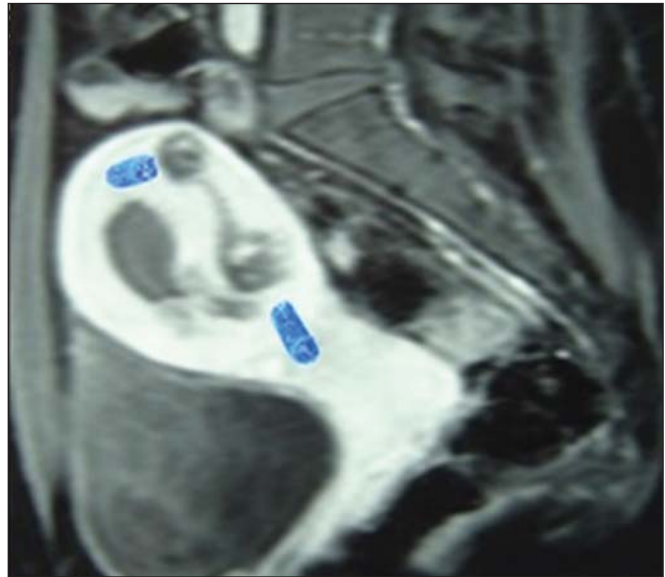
Ressonância magnética de pelve com contraste com gadolínio demonstrando, no miométrio, lesões hipointensas, hipercaptantes e com dilatação vascular, por vezes em íntimo contato com a serosa uterina, em paciente tratada por neoplasia trofoblástica gestacional.
